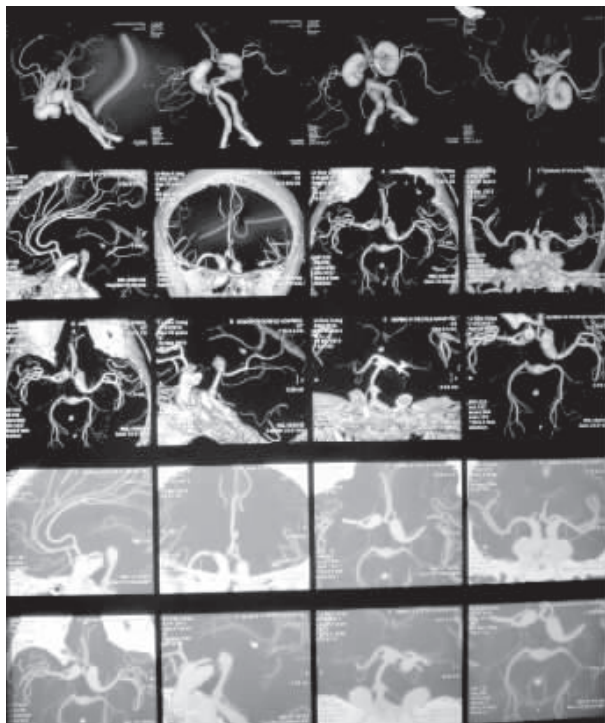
头颅 CT 血管成像示双侧颈动脉孔至海绵窦层面、双侧椎动脉(颅内段)及基底动脉末端瘤样扩张;双侧颈内动脉海绵窦层面管壁钙化;右侧大脑中动脉分支减少
